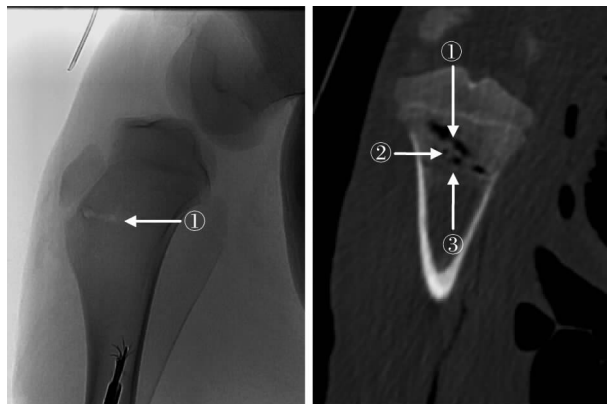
RFA 后即刻胫骨骨端 X 线表现(① 电极针道) 图 5 RFA 后 10 d 胫骨骨端 CT 表现 (① 电极针道, ② RFA 灶, ③ 骨质吸收带)
